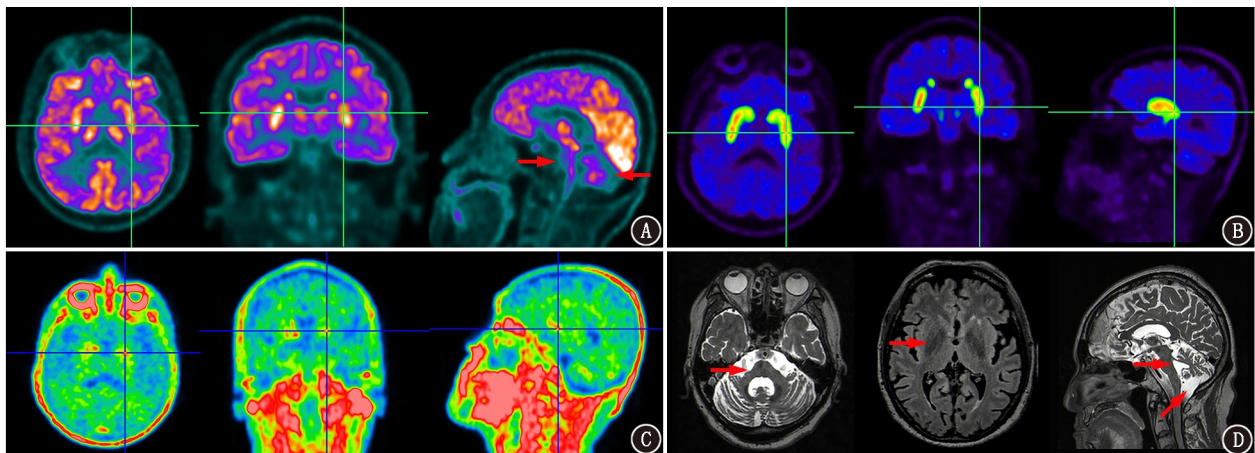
小脑型多系统萎缩患者(男,70岁)PET/MR显像图。A.左侧基底节¹⁸F-FDG代谢较对侧略减低(十字线示,左及中),脑干及双侧小脑¹⁸F-FDG代谢弥漫性减低(箭头示,右);B.双侧后壳核¹¹C-2β-甲基酯-3β-(4-氟苯基)托烷(CFT)摄取较前壳核略减低(十字线示);C. ¹⁸F-PI-2620 PET显像示双侧基底节tau蛋白缠结异常沉积(十字线示);D. MR T₂加权成像(WI)示桥脑“十字征”(箭头示,左),T₂-液体抑制反转恢复(FLAIR)序列图示双侧壳核低信号(箭头示,中),T₂WI示小脑表面局部脑沟明显增宽,延髓前池增宽(箭头示,右)
